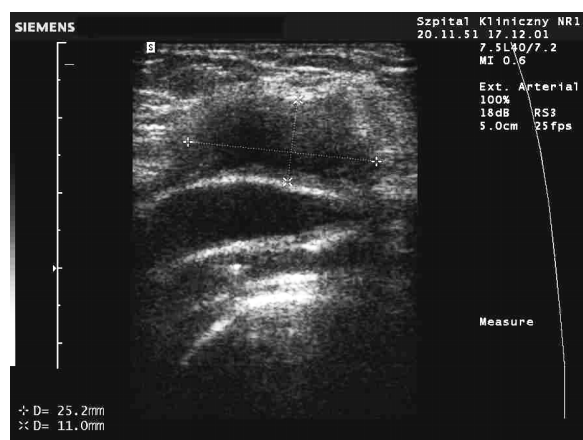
Ultrasonographic image of fluid collection in the vicinity of distal anastomosis of prosthetic graft in the groin of a patient without graft-enteric fistula. The fluid collection is poorly separated from adjacent tissue by weakly visible hypoechoogenic layer consistent with inflammatory infiltration
